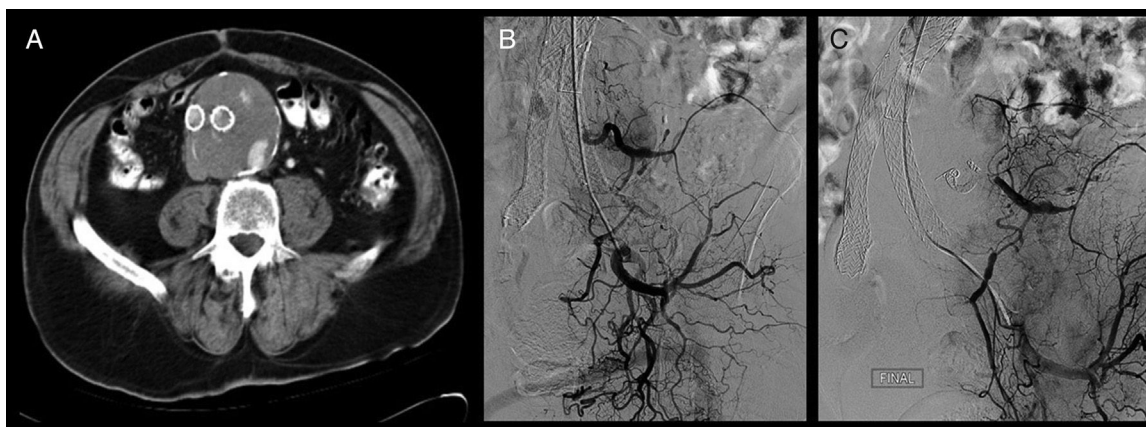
A) Angio-TC que muestra endofuga de contraste dentro del saco aneurismático. B) Aortoarteriografía que pone de manifiesto endofuga a través de arteria lumbar izquierda, rama que conecta con arteria hipogástrica inferior izquierda. C) Sellado selectivo de la endofuga mediante embolización con *coils* y *onyx* de rama lumbar izquierda, que llega a ella a través de la arteria hipogástrica izquierda.
